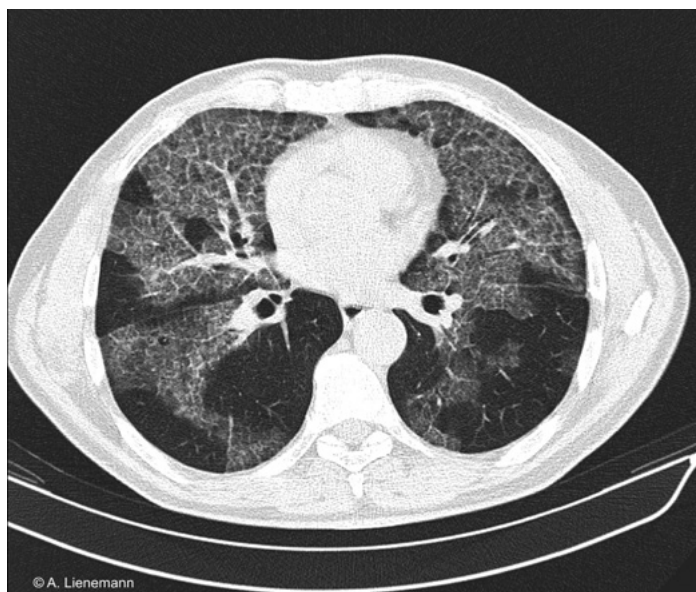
Alveolarproteinose im HRCT – Transversalebene.
